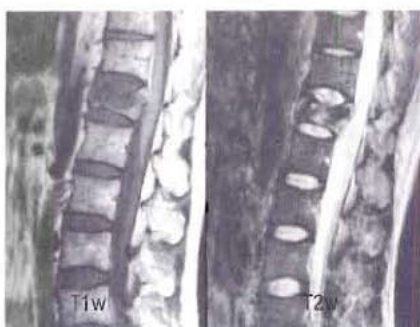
Fracture éclatement de T12 – coupes sagittales d'IRM. Le corps de T12 est tassé, avec un déplacement postérieur qui comprime la moelle épinière basse. Sur l'image pondérée en T1 (à gauche), la graisse médullaire est remplacée par de l'œdème de bas signal, tandis que sur l'image pondérée en T2 (à droite), l'œdème a un signal élevé.
